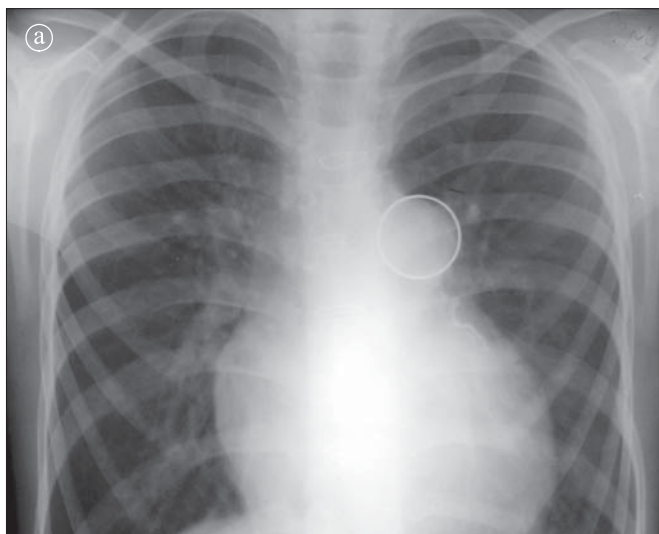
Trunchi arterial comun. 9 ani. Aspect postoperator. Radiografie toracică: a) incidență PA, b) incidență LL stâng.
